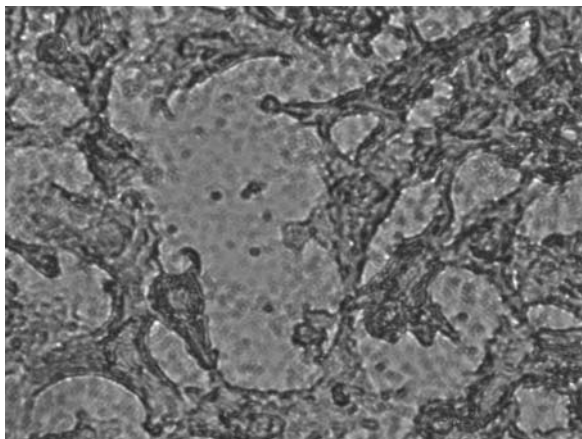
Výsledek fluorescenčního značení buněk linie A549 barvivem CT. Doba inkubace 30 min., koncentrace barviva 10 μM , destička CellBind (96 jamek).
